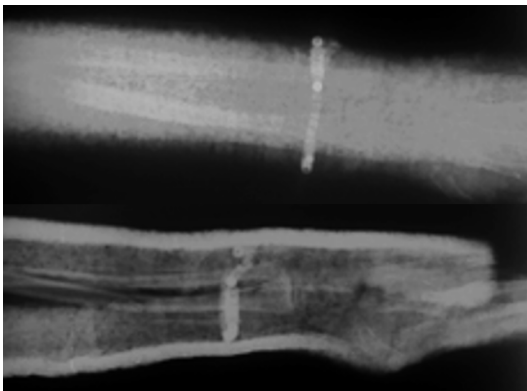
radiografía previa y posterior a instalación de yeso antebraquial, con la presencia en ambas de pulsera de la paciente, no retirada al momento de la instalación del yeso.
